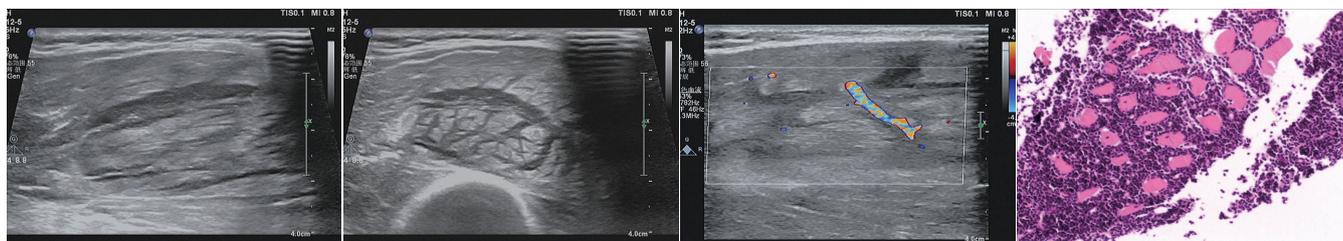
二维超声纵切面示右肱骨下段前方肌肉层见一肿块
